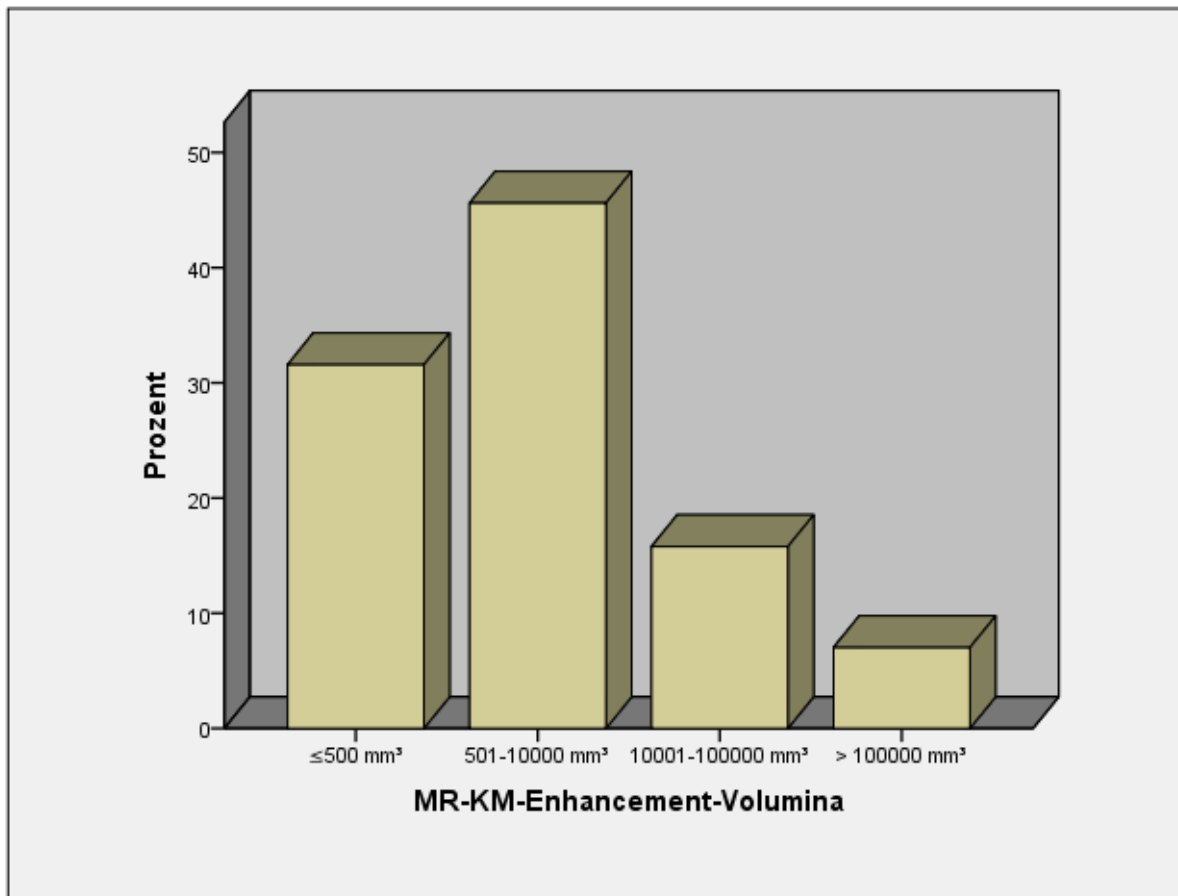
KM-Enhancement-Volumina in der MRT in mm³
